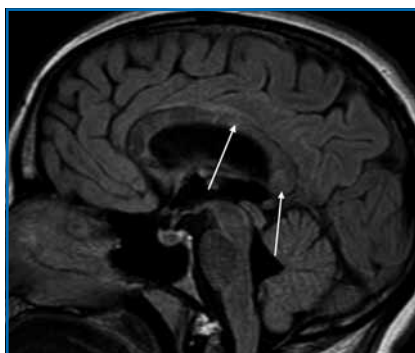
Hypersignaux dans le corps calleux (flèches) en IRM.
